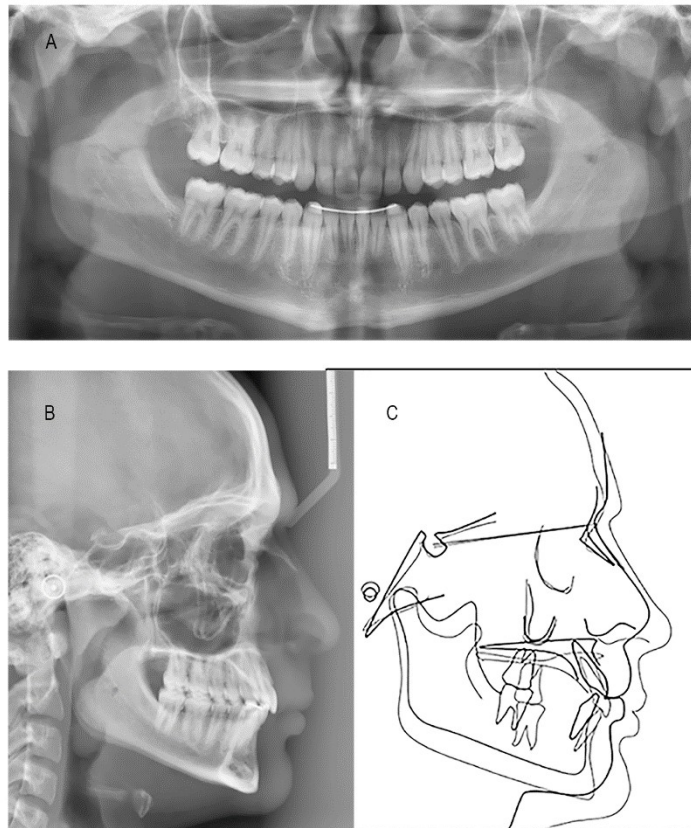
Exames de imagem finais. A- Radiografia panorâmica final. B- Telerradiografia final de perfil e C- Traçado cefalométrico final
